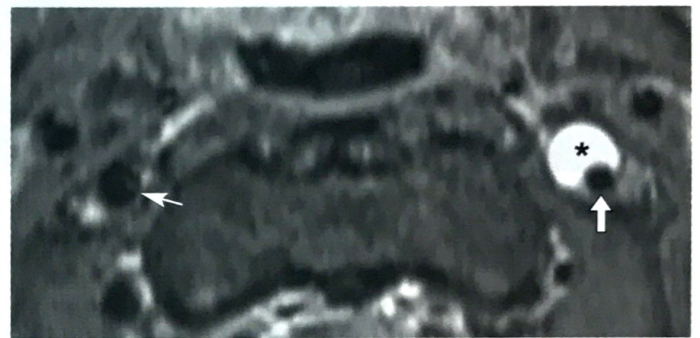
МР-томограмма в режиме T1 f/s, аксиальная проекция. Наружный диаметр левой ВСА расширен до 1,0 см, внутренний просвет артерии сужен, расположен эксцентрично (стрелка), окружен зоной полулунной формы (ИМГ) с четкими контурами гиперинтенсивного МР-сигнала (звездочка). Правая ВСА не изменена, ее диаметр составляет 0,5 см (тонкая стрелка).
